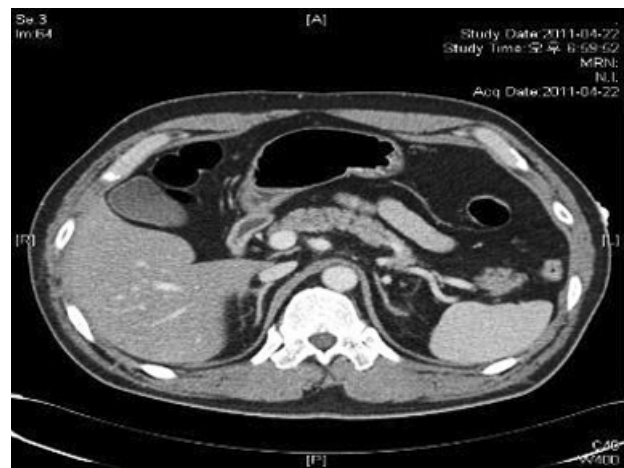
Abdominal & Pelvic Computed Tomography. Pancreas and Gall Bladder show normal appearance.
